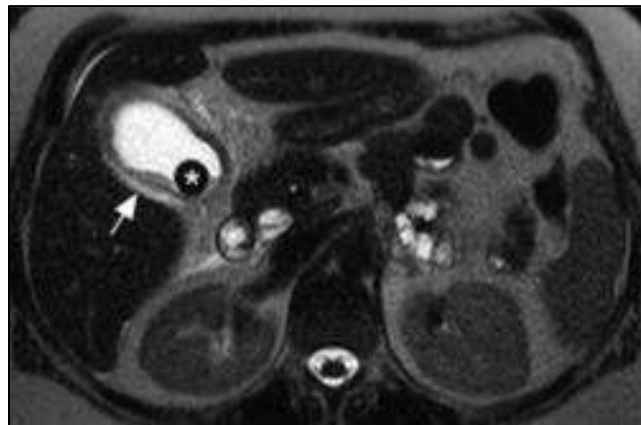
Aspect en Bili-IRM d'une cholécystite aiguë : coupe axiale objectivant une dilatation de la VB contenant un calcul, un sludge biliaire, et un épaississement pariétal de la vésicule biliaire. (24)
